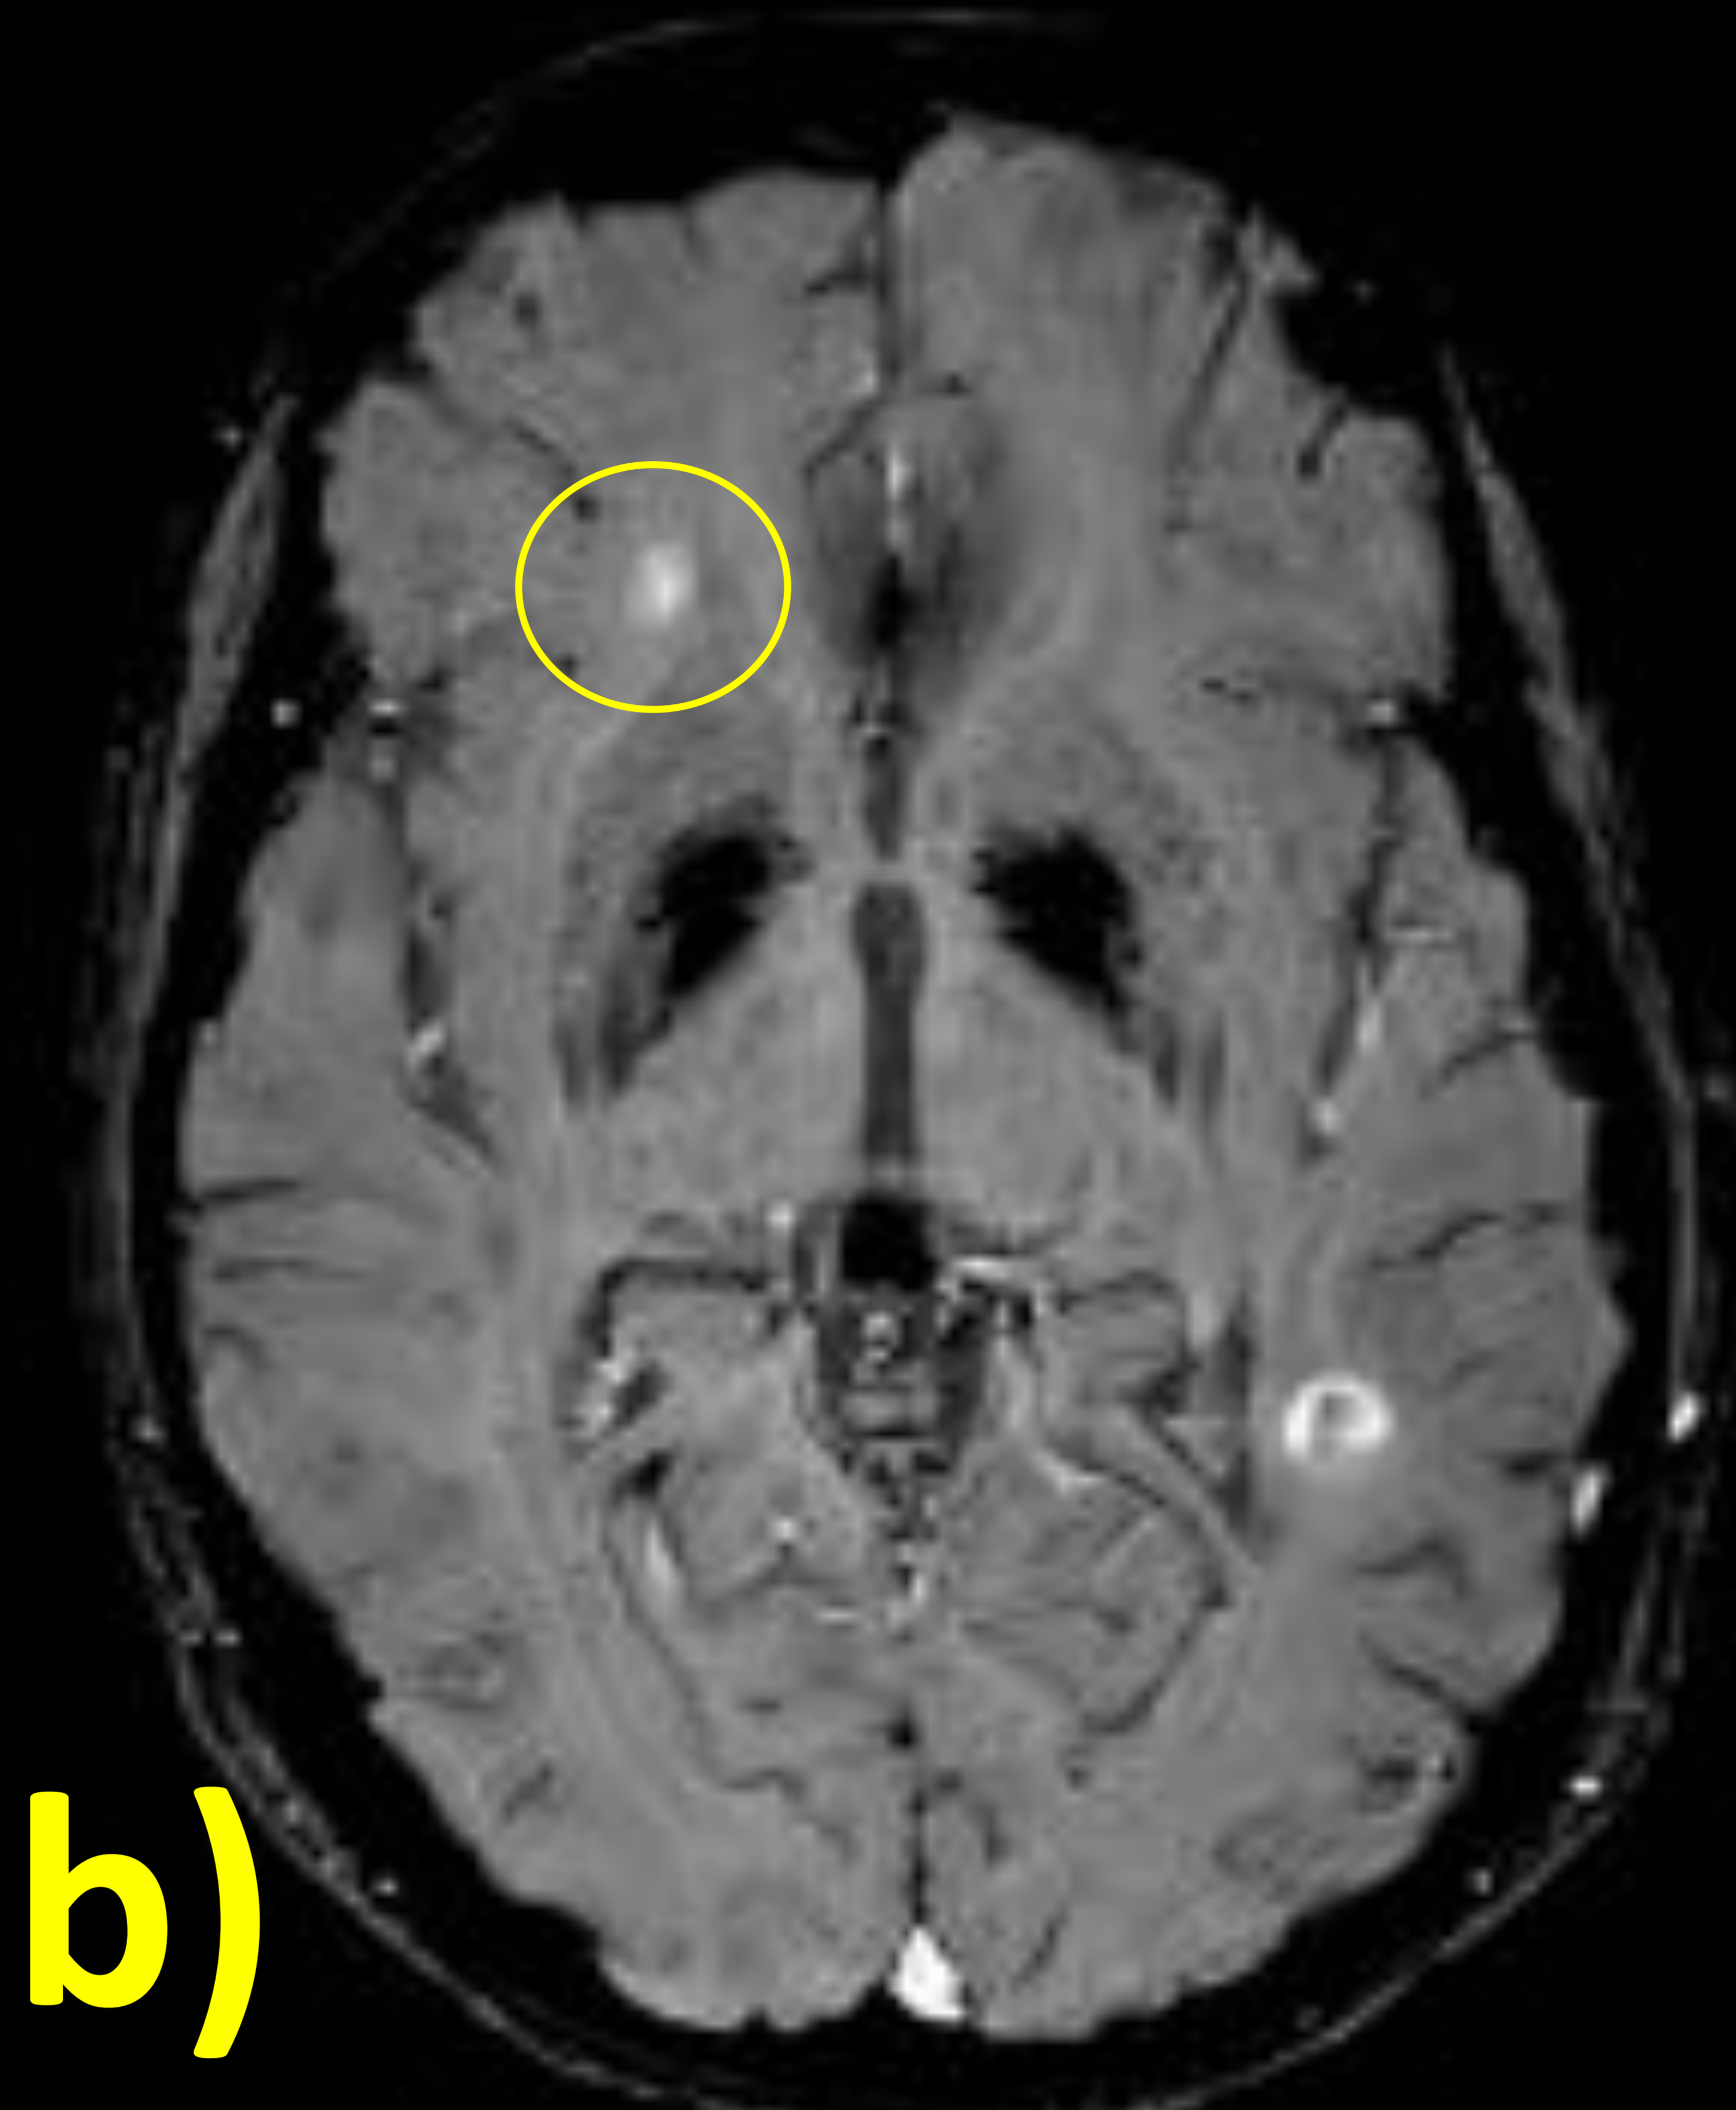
RM de seguimiento de EM. a) T1WI C+ muestra una captación dudosa en la lesión periventricular derecha, adyacente al asta frontal. b) La captación es más evidente en SWI C+.
